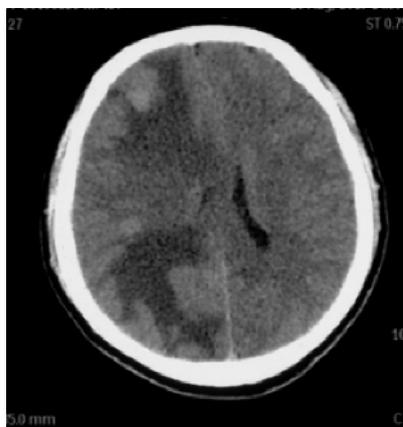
b 2019-08-26Craniocerebral CT showed multiple metastatic tumors
